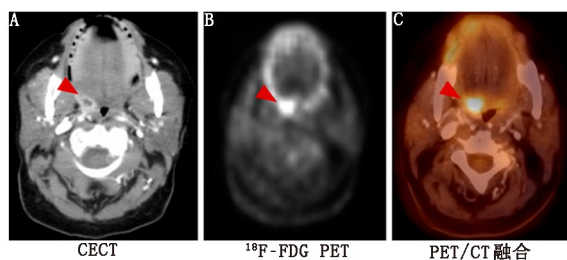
65岁鼻咽癌患者偶然发现感染。A. CECT 显示扁桃体脓肿(箭头示);B、C. ^{18}F -FDG PET 和 ^{18}F -FDG PET/CT 在同位置见摄取增高灶(箭头示)
